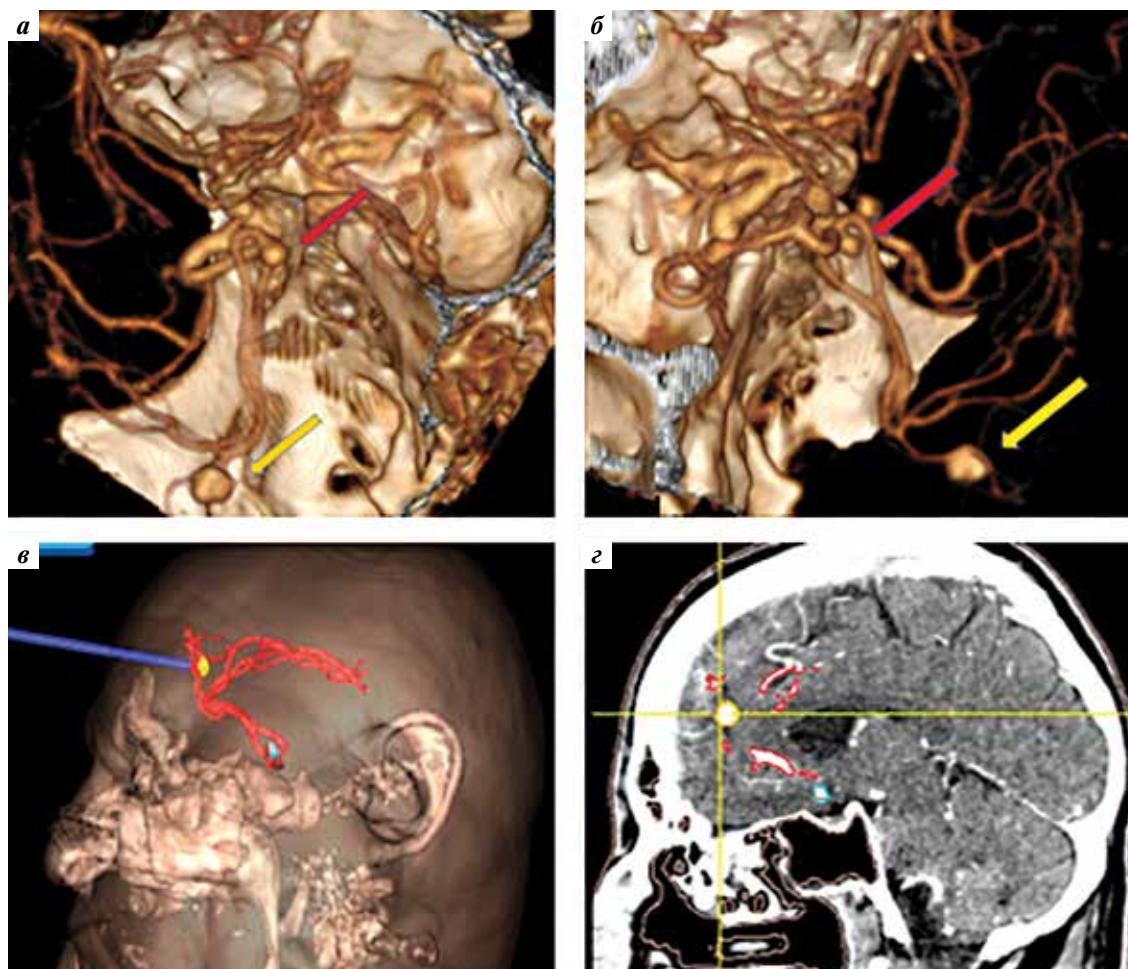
Визуализация сосудов: а, б – до операции. Компьютерная томограмма с ангиографией сосудов головного мозга: аневризма передней соединительной артерии (красная стрелка), аневризма каллезомаргинальной артерии (желтая стрелка); в, з – интраоперационное определение локализации аневризмы каллезомаргинальной артерии
